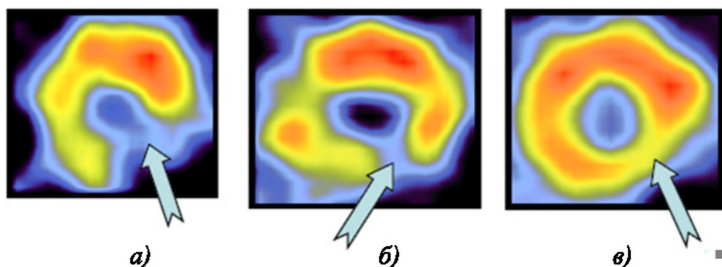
Сравнительные томосцинтиграммы миокарда с препаратами «Технетрил, $^{99\text{m}}\text{Tc}$ » (а) и «ИФМПК, ^{123}I » (б, в)
